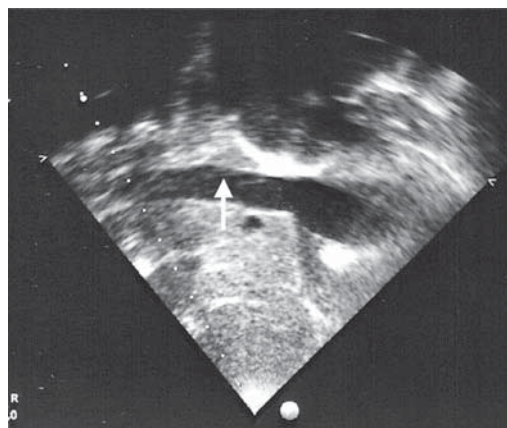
Ecocardiografía modo 2D. Dilatación de vena cava inferior (flecha).
